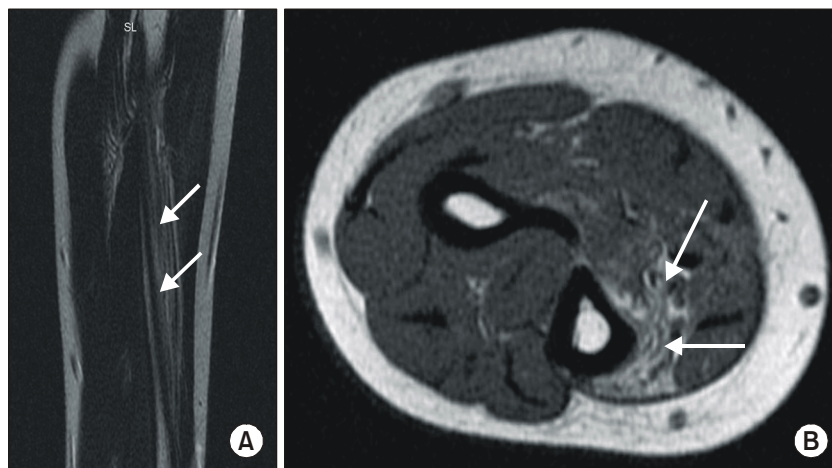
MRI of forearm (T2 weighted image) shows increased signal intensity on right flexor digitorum profundus muscle (arrows). (A) Sagittal image, (B) Axial image.
